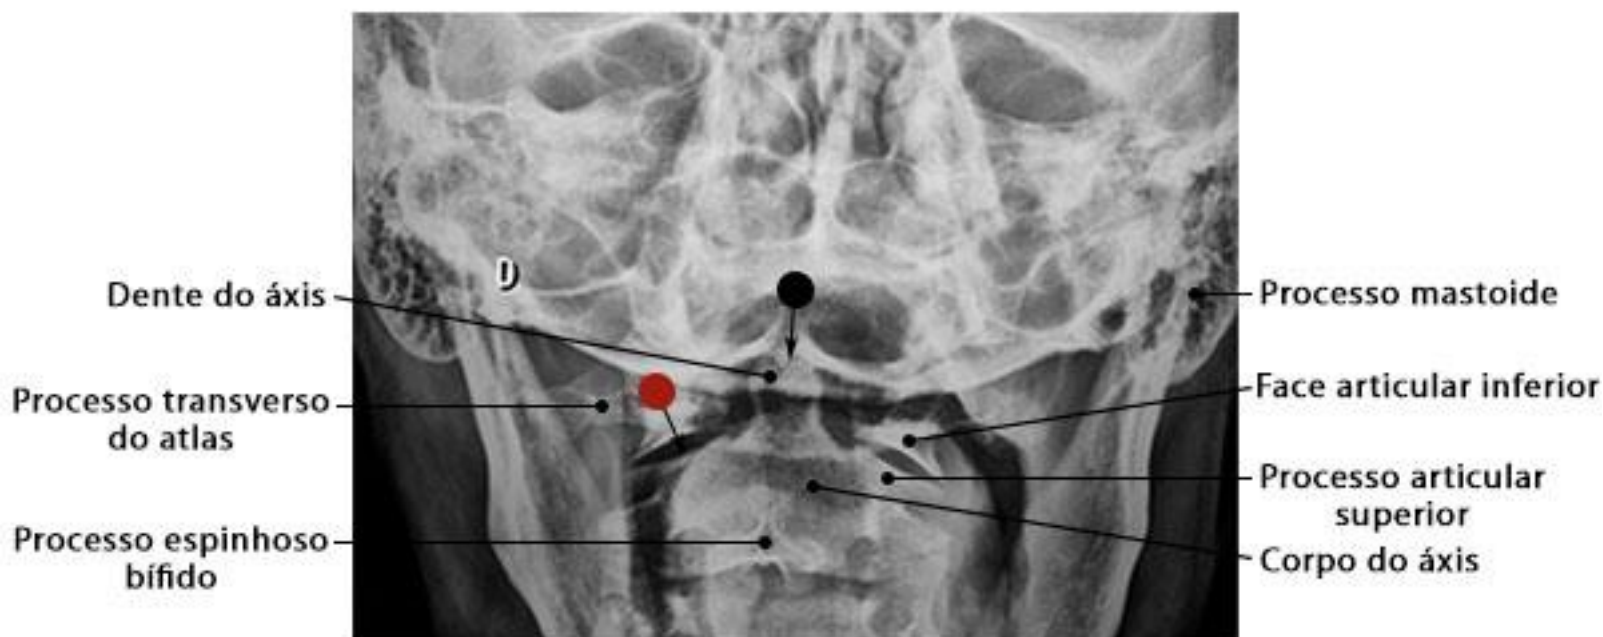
Radiografia do eixo em AP transoral
